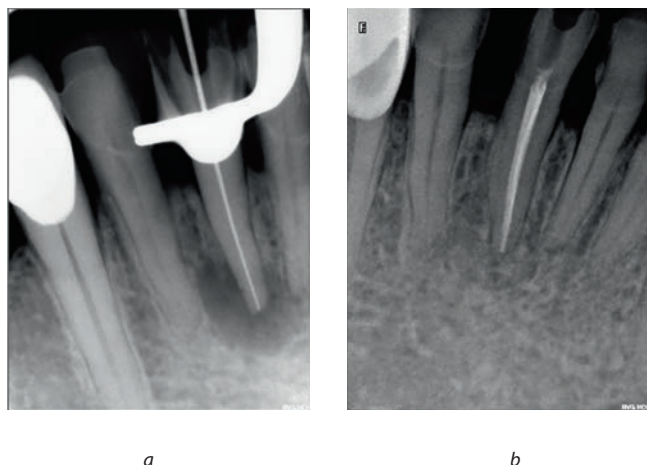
Внутриворотное рентгенологическое исследование зуба 4.1.
